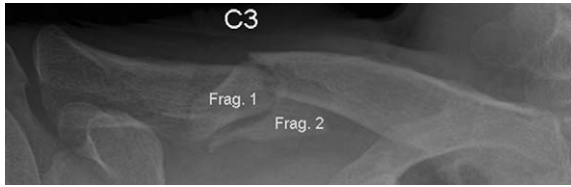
Simple X-ray shows two free fragments between the fracture site.
